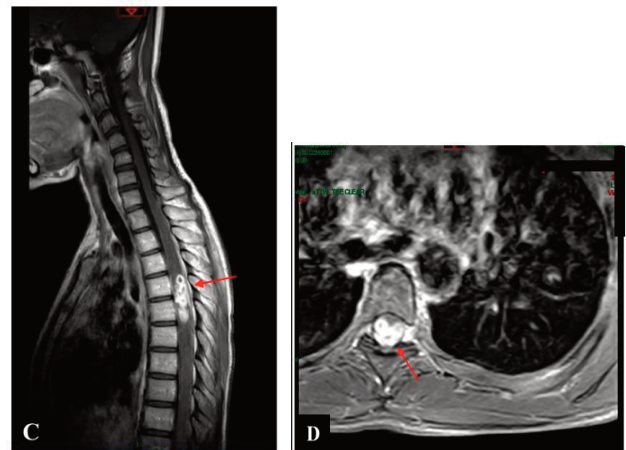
IRM médullaire en séquence T1 après injection de gadolinium
